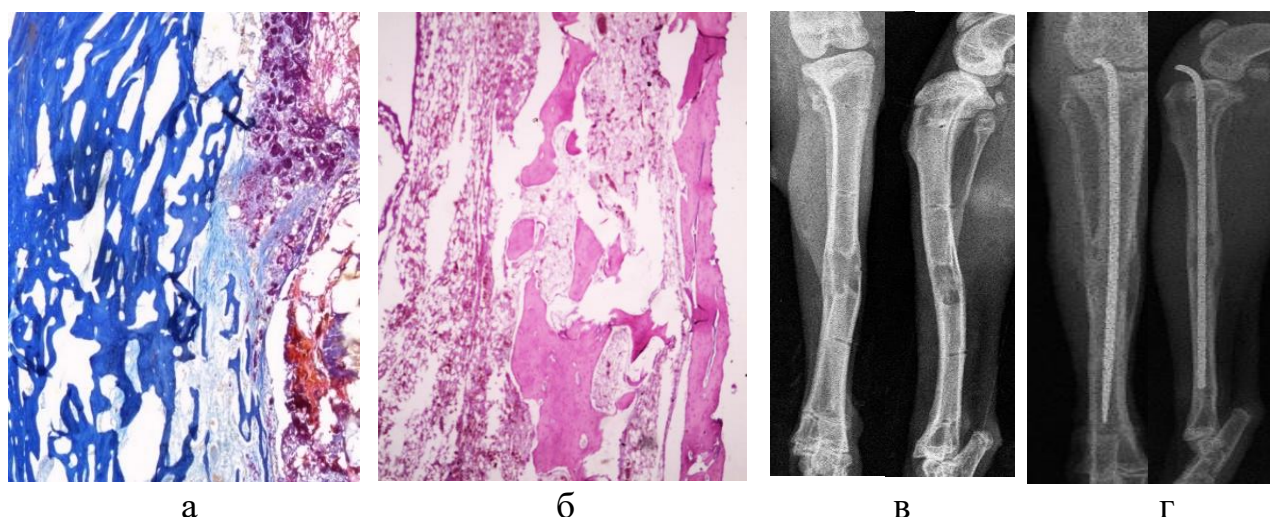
Морфология и рентгенография регенератов: а – кортикальный слой, 30 суток фиксации в контрольной группе (окраска по Маллори), б – кортикальный слой, 30 суток фиксации в опытной группе (гематоксилин-эозин); рентгенограммы, 30 суток фиксации в контроле после демонтажа АВФ; б – рентгенограммы, 30 суток фиксации в опыте после демонтажа АВФ.
